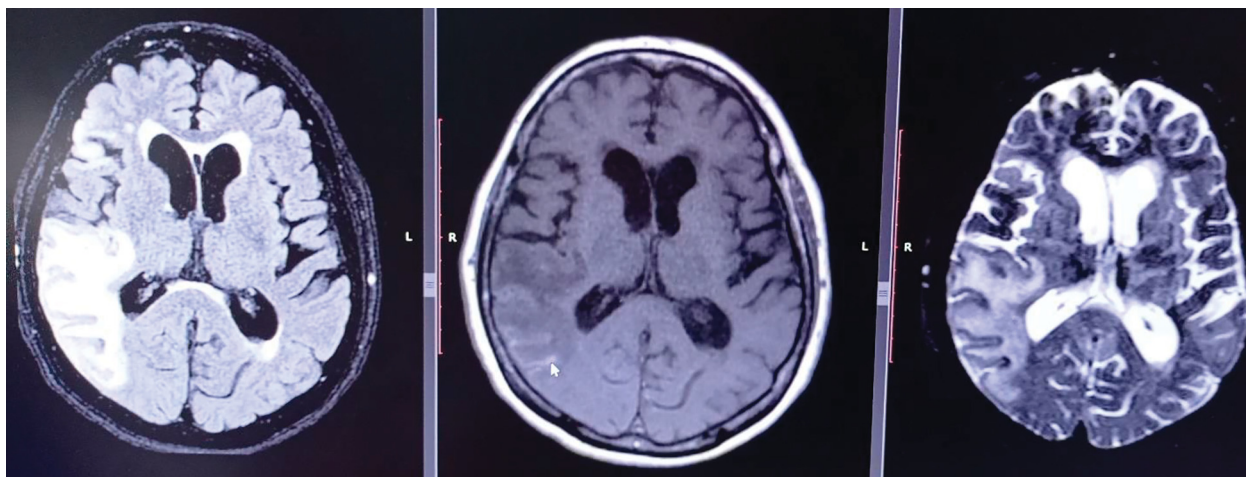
Магнитно-резонансная томография головного мозга. Геморрагическое пропитывание.
